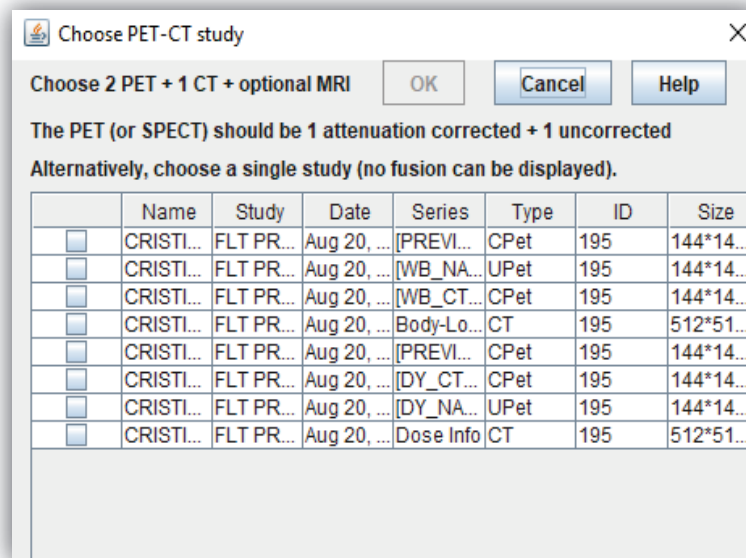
Ventana de selección para fusionar las imágenes de PET-CT.
